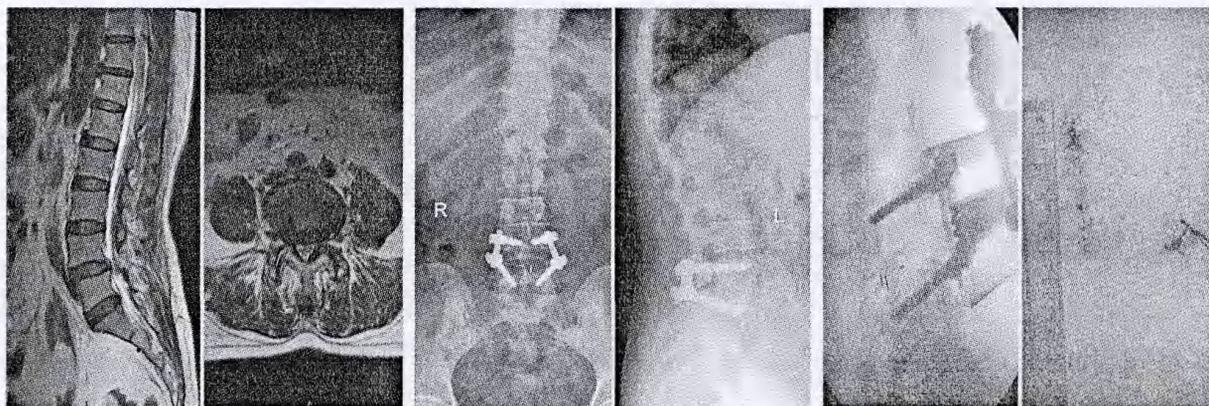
术前腰椎MRI示腰4双侧侧隐窝狭窄,椎管狭窄
